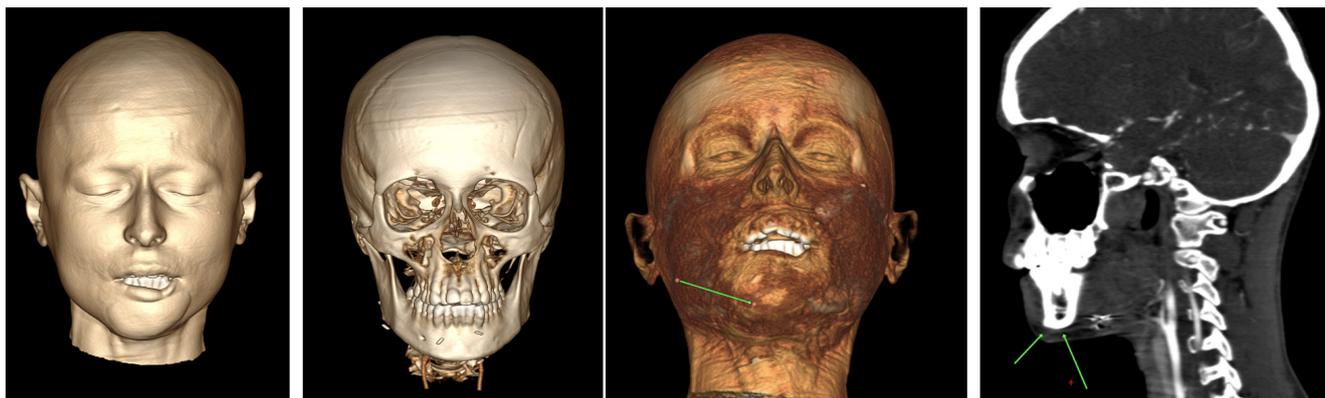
МСКТ с контрастным усилением после операции: стрелкой обозначена субментальная артерия
